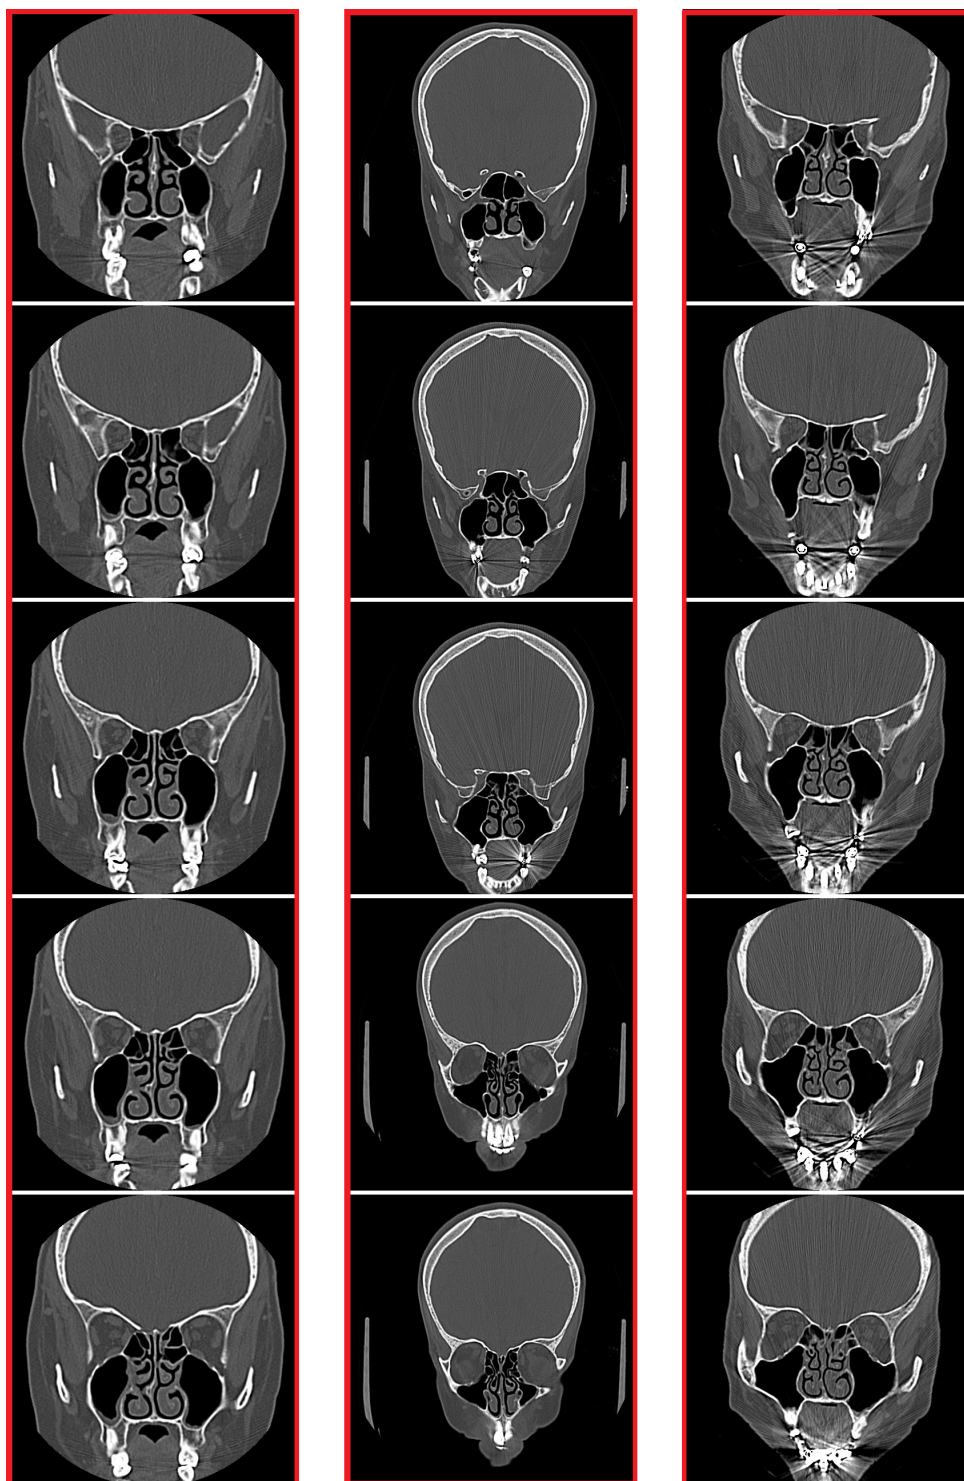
Amostras de imagens de tomografia computadorizada da base de dados utilizada nos experimentos dos seios maxilares. As imagens de cada coluna correspondem à sequência de imagens obtidas do exame de tomografia de um determinado indivíduo.
